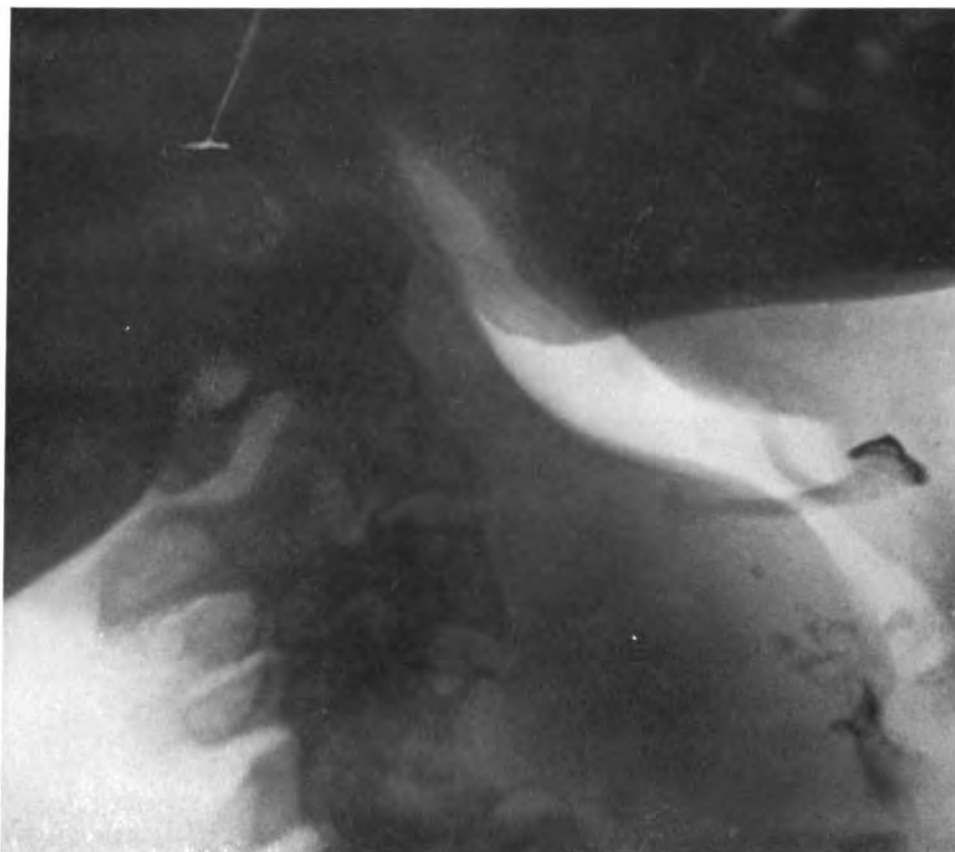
(Observation V). — Tumeur à cellules géantes, ayant détruit les corps vertébraux (IV*, V* et VI* vertèbres cervicales) et rompu la coque ostéo-périostique, pour se développer dans la région pré vertébrale en refoulant larynx et pharynx au-devant d'elle. — Radiographie du 10 juin au 25 juillet 1924.
